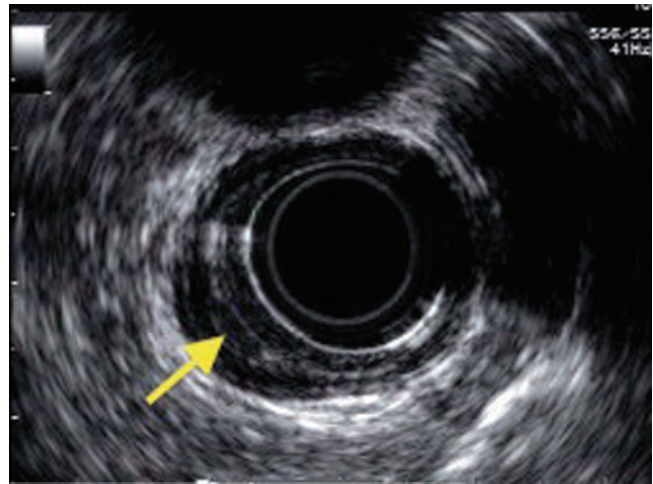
Cuadro del ultrasonido endoscópico (USE) de cáncer de células escamosas del esófago torácico superior. Lesión T1a (flecha amarilla), la submucosa está intacta.
